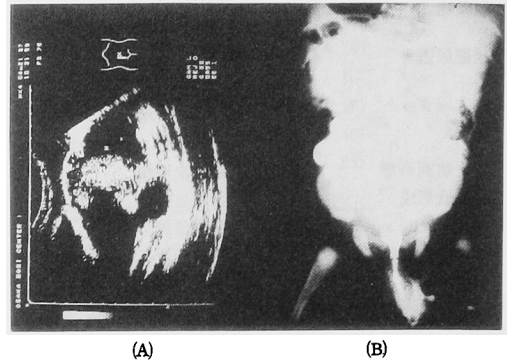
(A) 後部尿道弁の妊娠35週の超音波像。拡張した腎盂尿管膀胱を認める。
